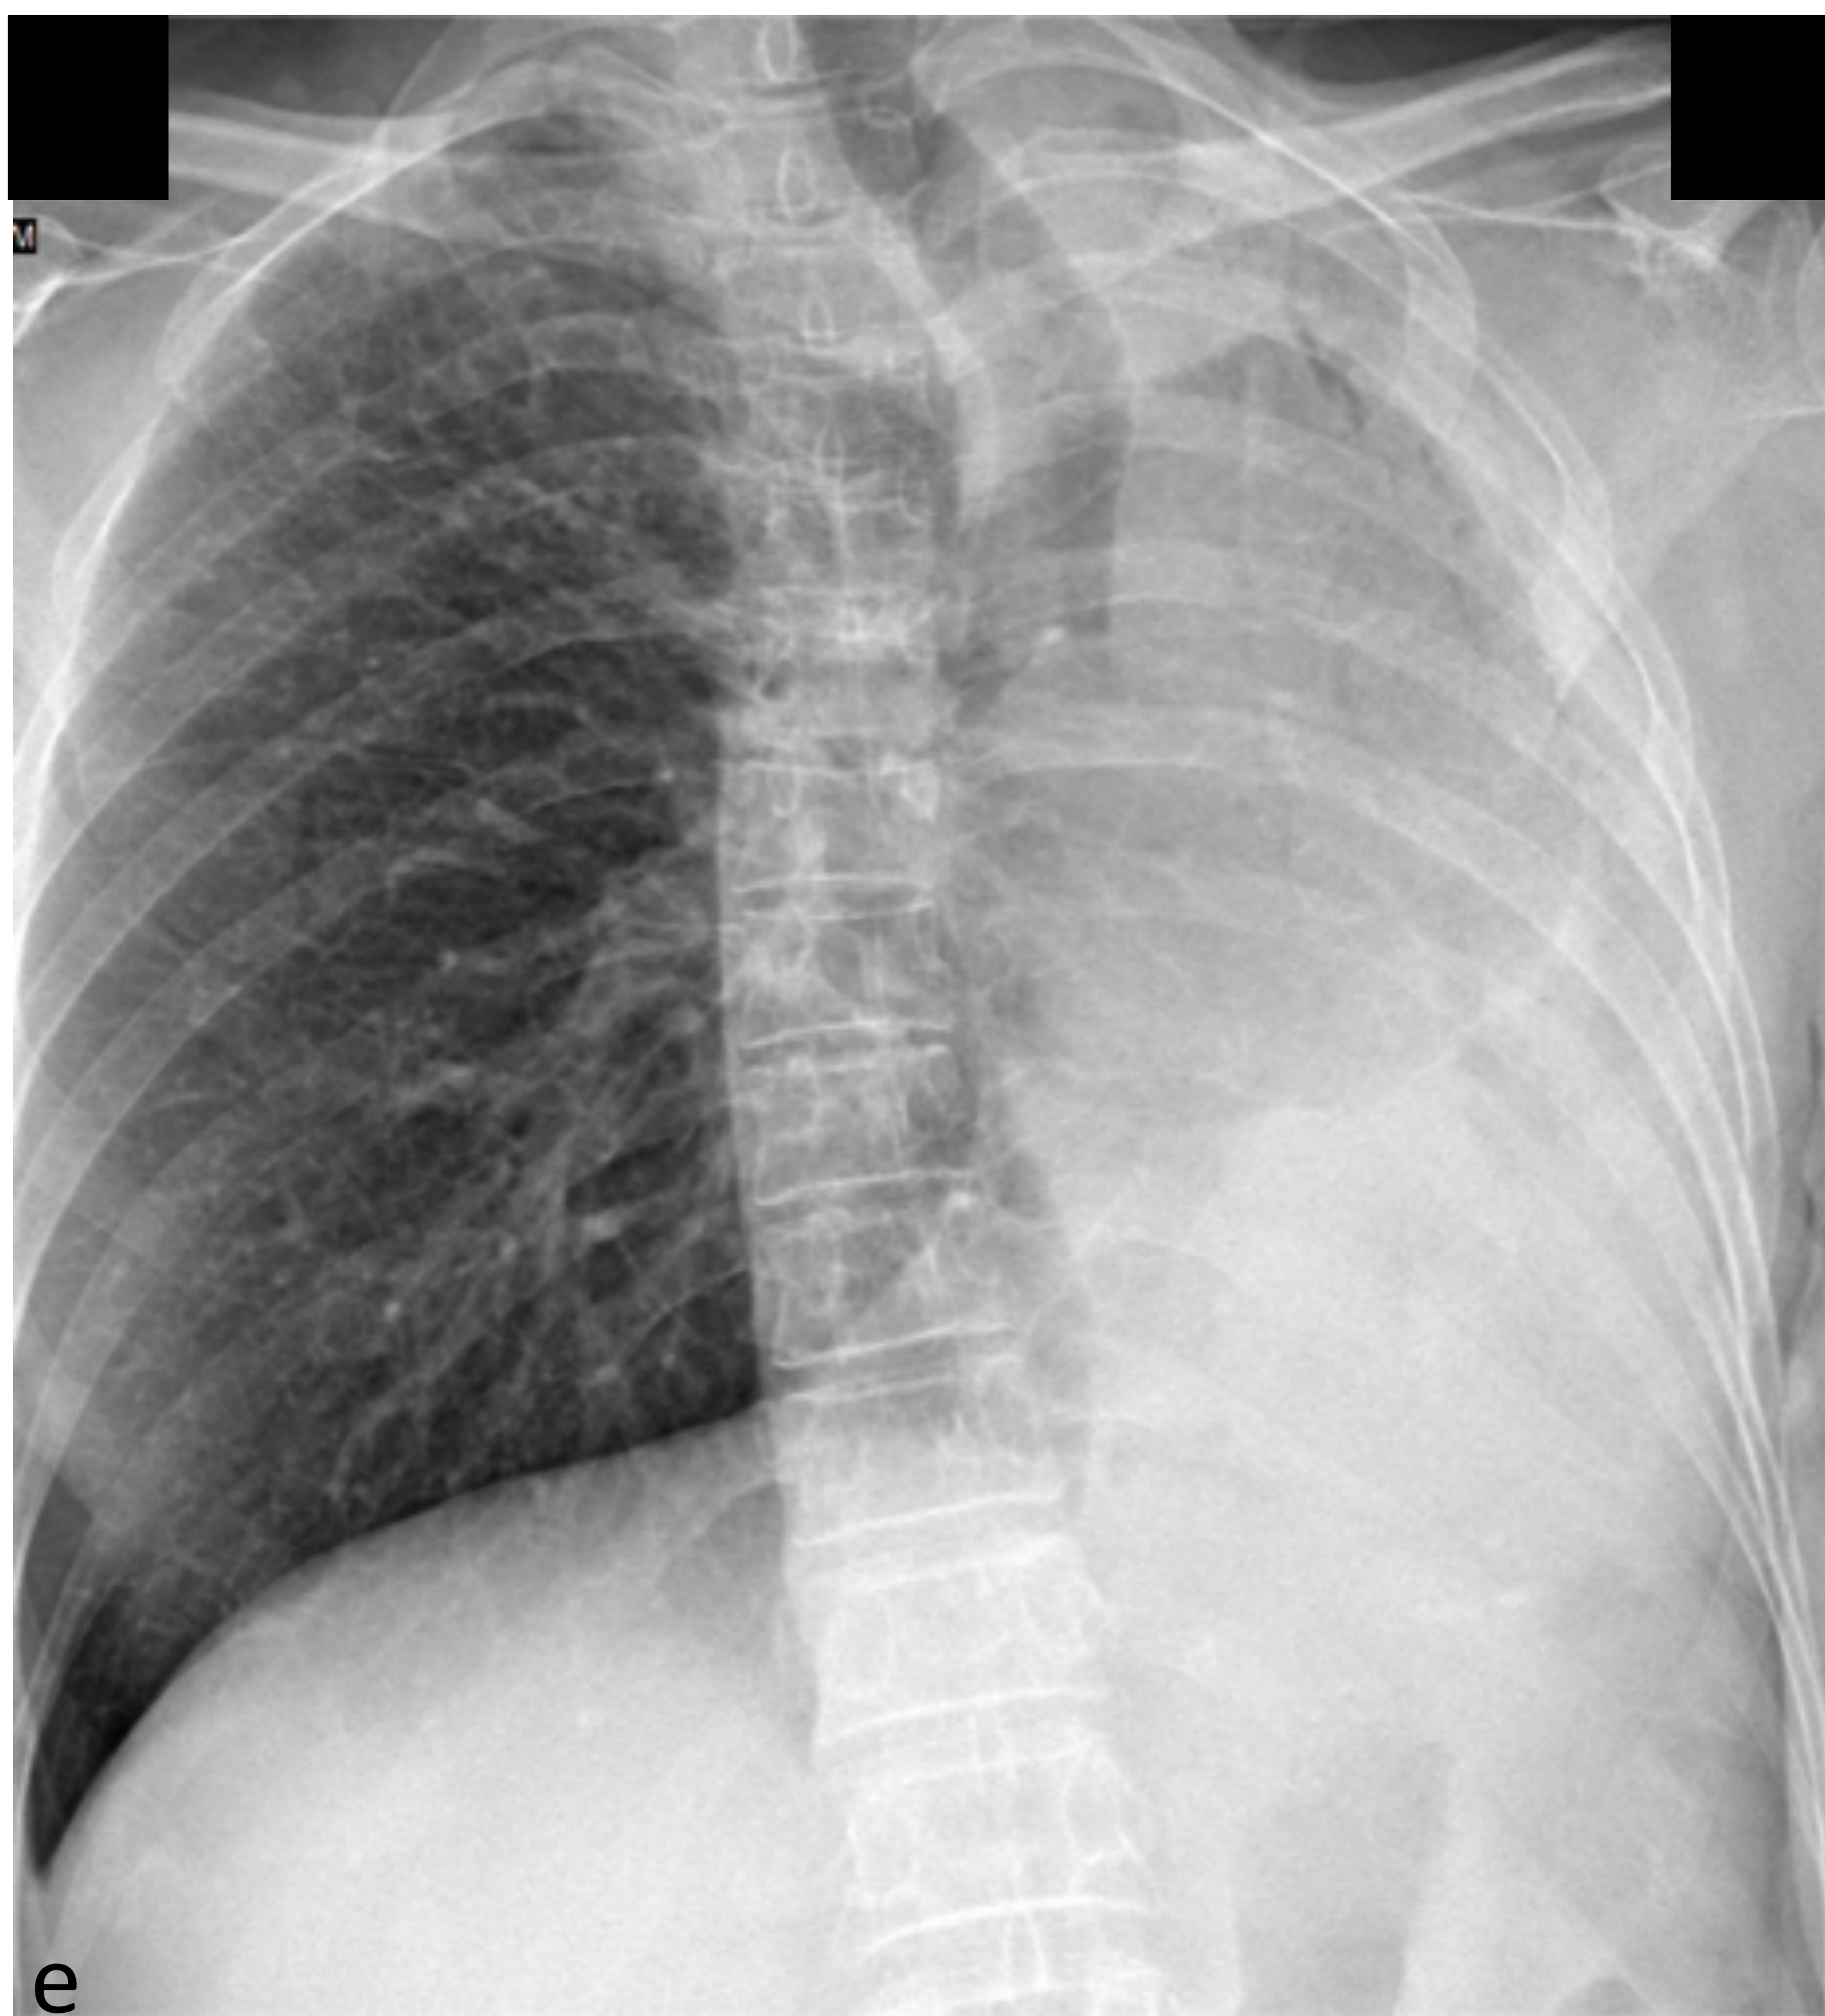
En junio de 2018 la paciente acude al servicio de urgencias por aumento brusco de la disnea y dolor pleurítico izquierdo. (e) Rx AP: atelectasia completa del pulmón izquierdo. (f, g) TC coronal y axial: oclusión completa del bronquio principal izquierdo (flechas amarillas), atelectasia pulmonar.
